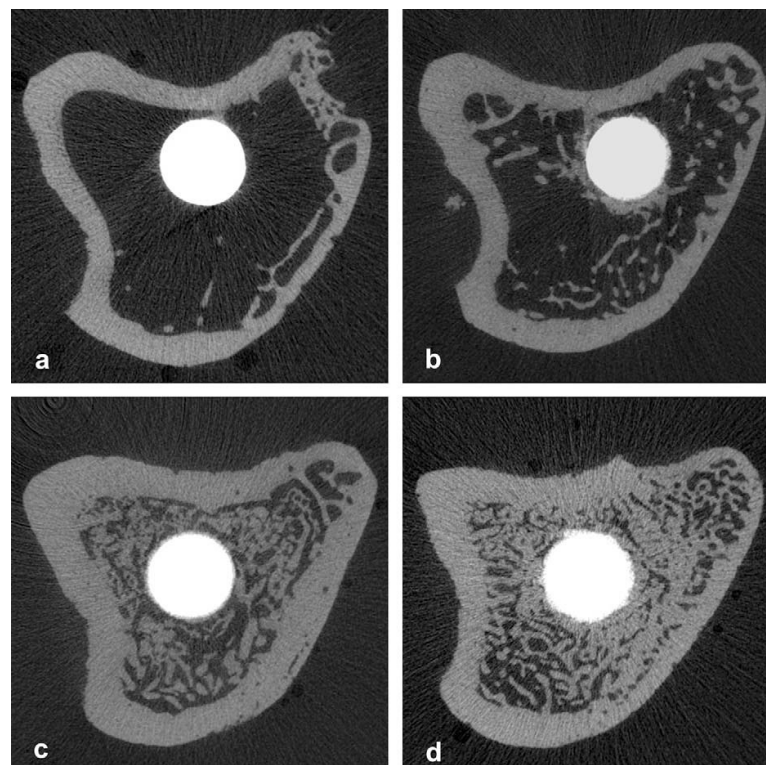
Micro-tomografia computadorizada de tíbia com implantes após 03 meses de implantação: (a) grupo controle; (b) grupo pamidronato (c) grupo ibandronato; (d) grupo zoledronato.
